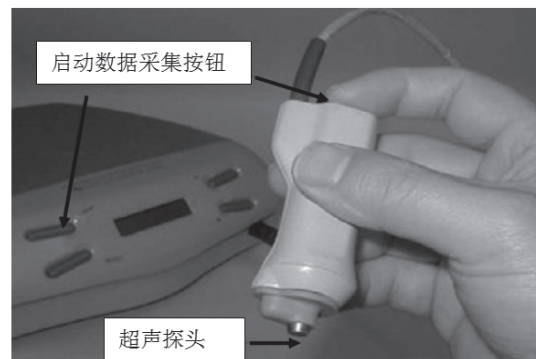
实验所用的软组织硬度超声测试系统(TUPS)
